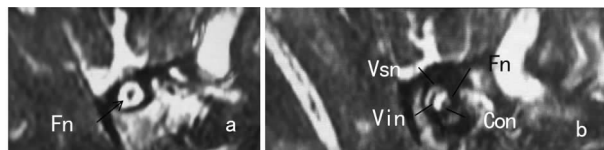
内听道MRI(斜矢状位) a:左侧内耳道蜗神经及前庭神经显示不清,内部仅见一条面神经;b:右侧内耳道内前庭、蜗神经、面神经走行及形态正常 Fn:面神经;Con:蜗神经;Vsn:前庭上神经;Vin:前庭下神经
